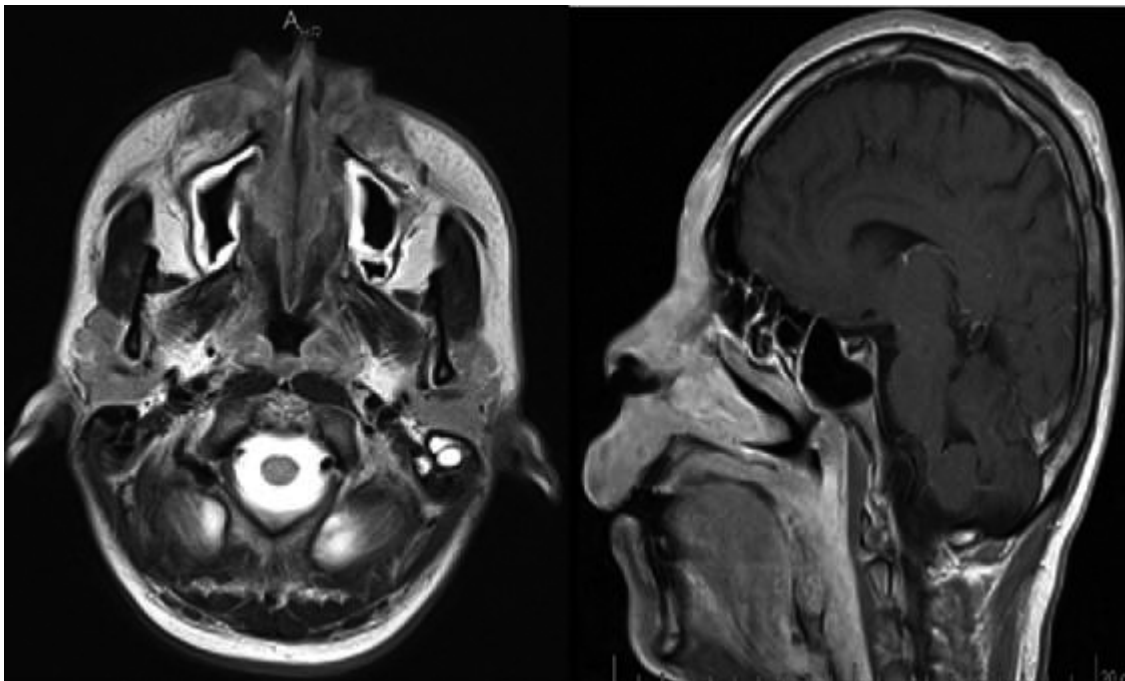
Imagen por resonancia magnética en la que se observa infiltración de los tejidos blandos de la cara, la orofaringe y los senos maxilares y etmoidales
